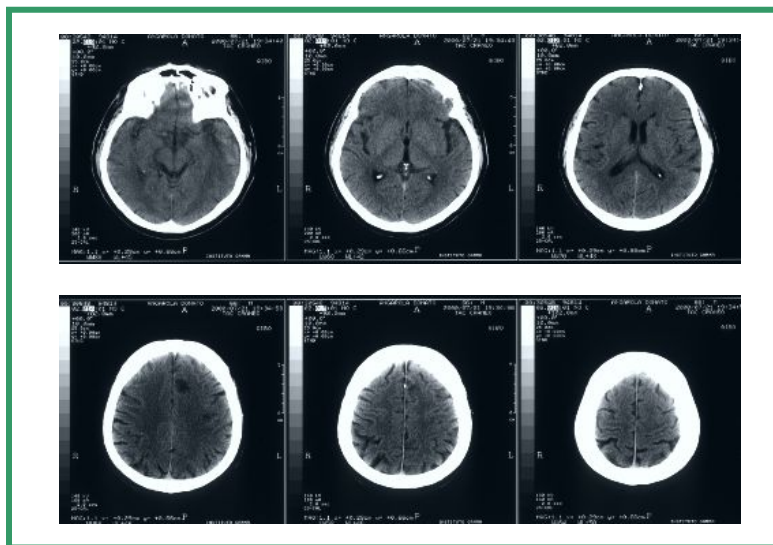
Tomografia Computaritzada de pacient amb dèficit motor dret i afàsia motora que mostra múltiples infarts en els dos hemisferis cerebrals.
